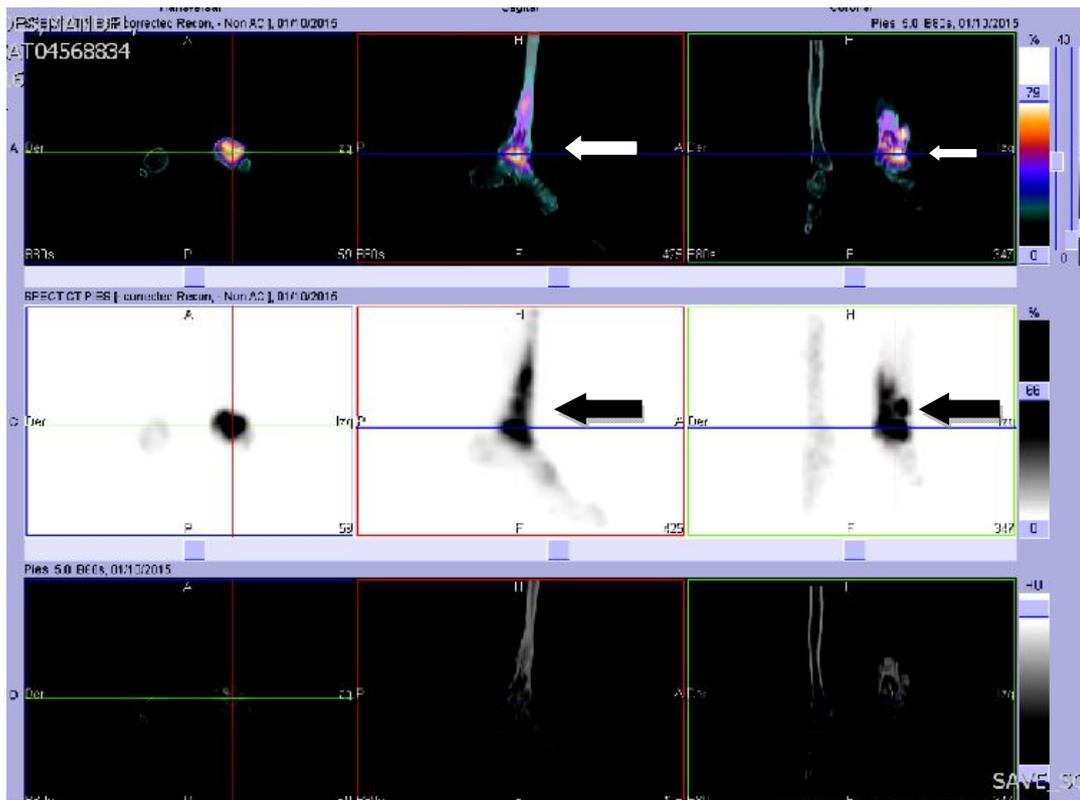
Gammagrafía ósea del paciente con osteomielitis de tibia en la que se observa la captación a nivel de tercio distal de tibia, combinado con imágenes de TC (flechas).
